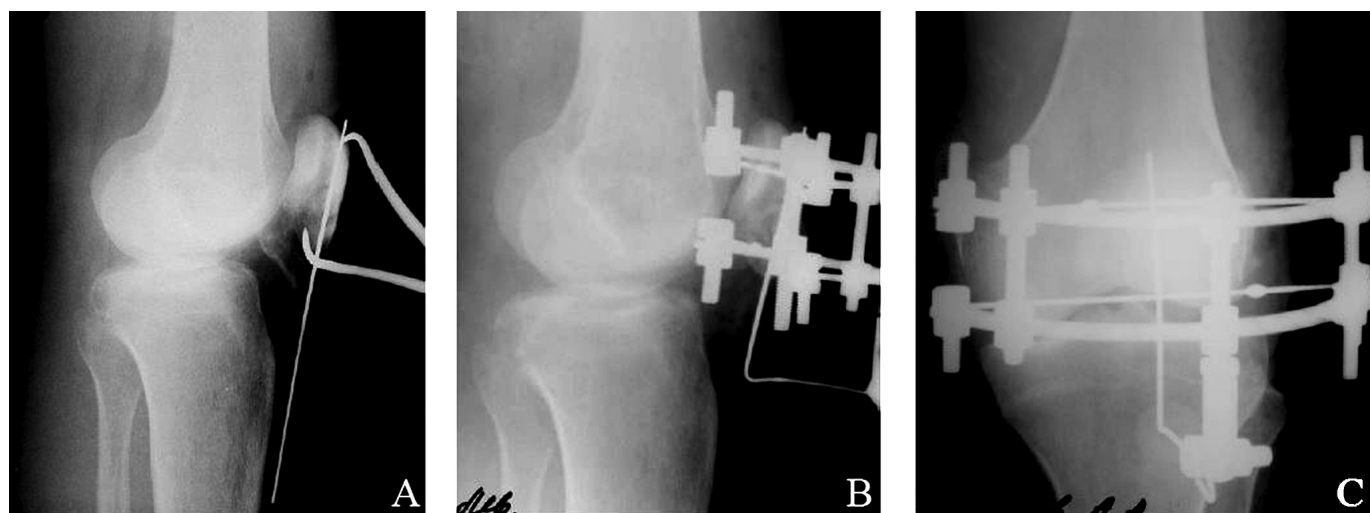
Интраоперационная рентгенограмма коленного сустава в боковой проекции: тап репозиции (А); Контрольные интраоперационные рентгенограммы коленного сустава в боковой (В) и прямой (С) проекциях
